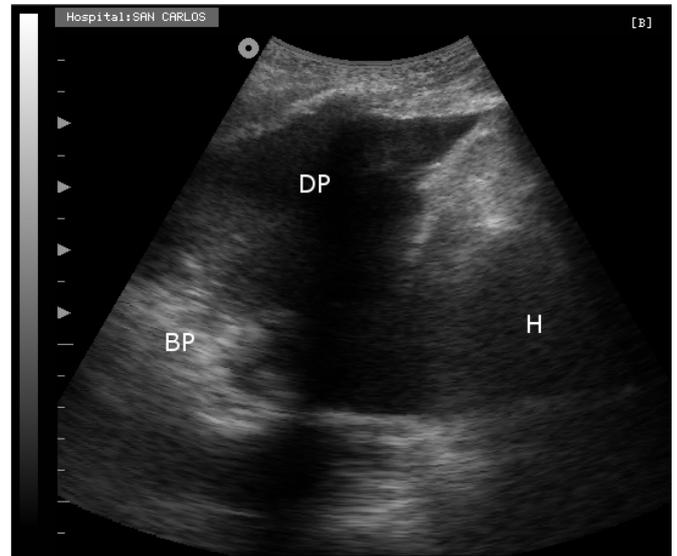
Ultrasonido de base de pulmón derecha (sonda convexa 3,5MHz). Derrame pleural moderado (DP), atelectasia de lóbulo inferior derecho (BP), Hígado (H).
